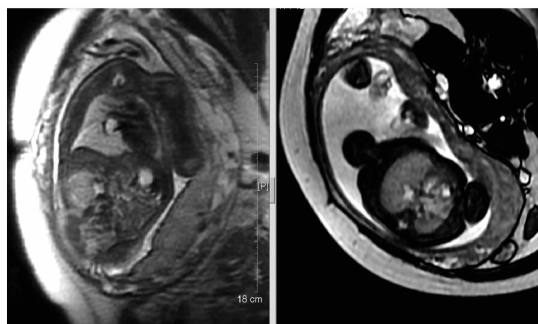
孕 31 周复查 MRI SSFSE 序列 T2WI 冠状位示右肺门处囊腔影大小 13mm×10mm, 轴位示囊腔影略呈分支状
